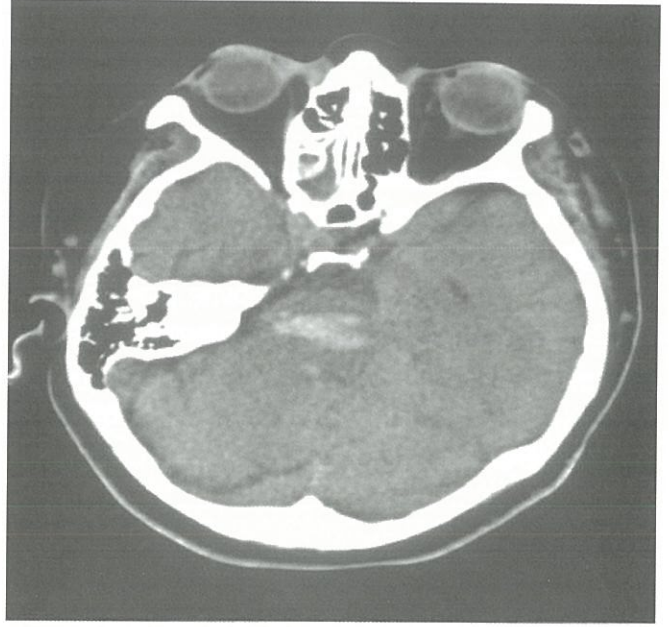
Olgu I'nin akut dönemde çekilen kranyal BT'sinde iki yanlı bazis pontiste, solda daha belirgin olan 15x10 mm boyutlarında kanama görülmektedir.
